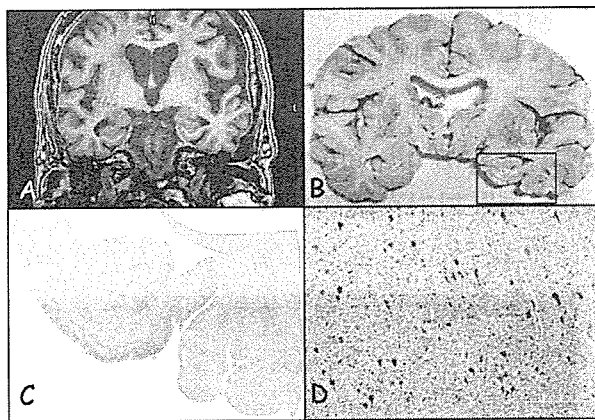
死亡後の SPGR による MRI (A). 同一レベルで断面を作成し(B), AT8 免疫染色を施行 (C は図 B の四角に相当). Transentorhinal cortex に多数のタウ陽性神経原線維変化, threads を認める(D).
